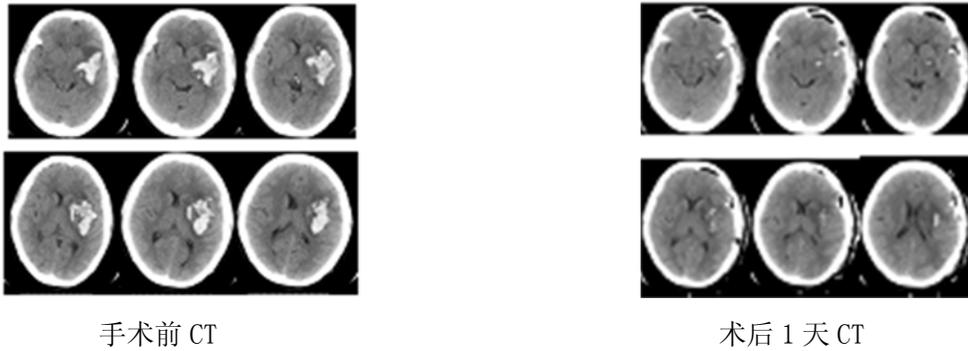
高血压基底节区中少量出血患者手术前后 CT 图片
